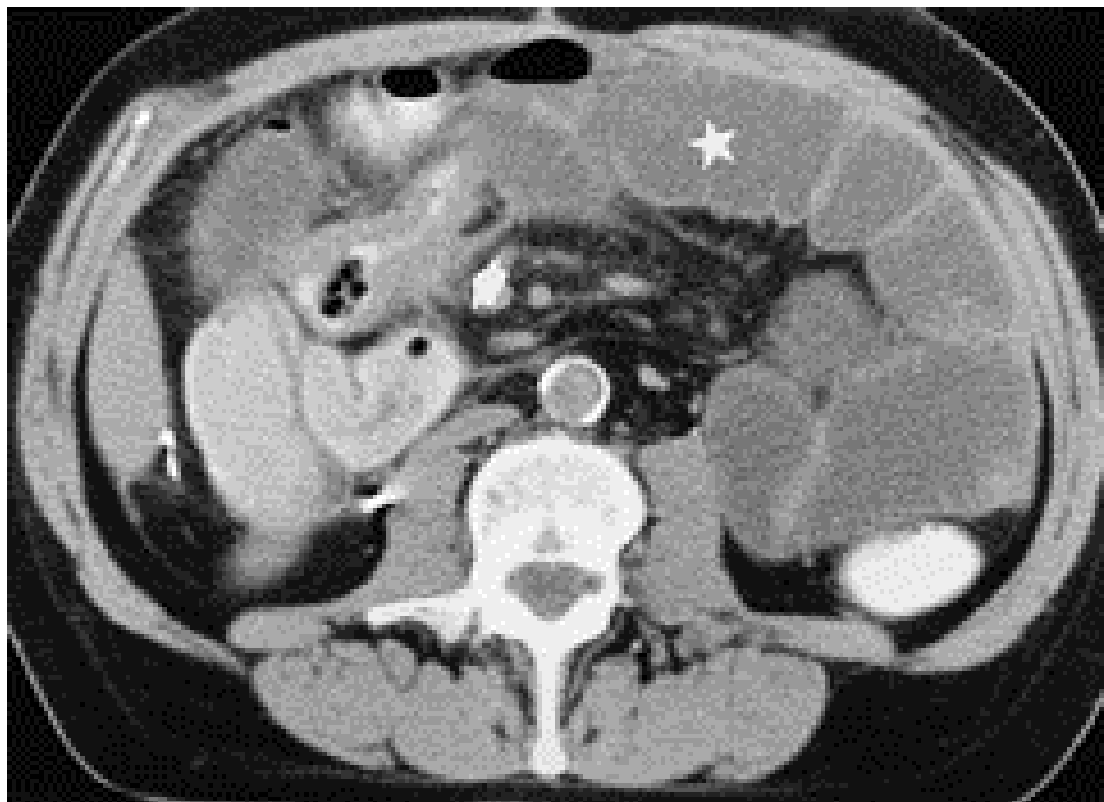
Occlusion intestinale liée à une maladie de Crohn iléale.TDM : anse iléale à paroi épaissie et à lumière rétrécie (flèche), responsable d'une dilatation du grêle d'amont (astérisque).(48)
